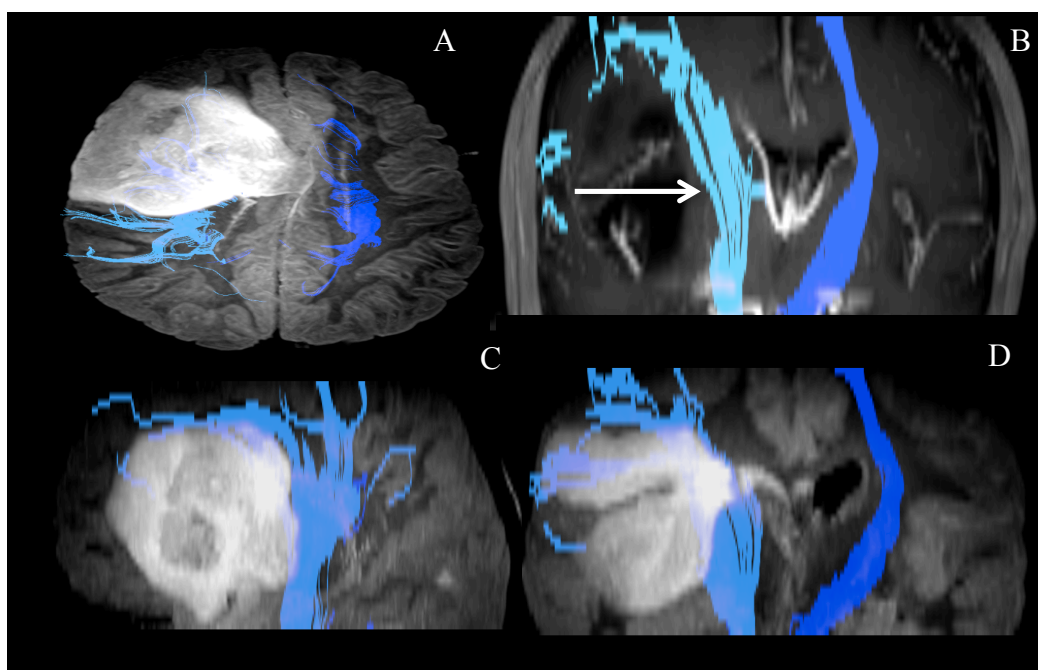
Imagens correspondente ao trato da fibras do feixe corticoespinal. Na imagem A- Corte axial em FLAIR, visualiza-se o correto trajeto do feixe de fibras, que se encontra desviado para a esquerda e comprimido pelo efeito de massa da lesão. Na Imagem B- Corte Coronal em T1W, verifica-se que o feixe está empurrado para a direita (seta branca), acompanhando desvio da linha média para a esquerda, que pode ser confirmado no corte coronal em FLAIR (Imagem D). Na imagem C- O feixe encontra-se parcialmente “colapsado” e empurrado posteriormente, como se pode visualizar na corte sagital em FLAIR( Imagem D).
